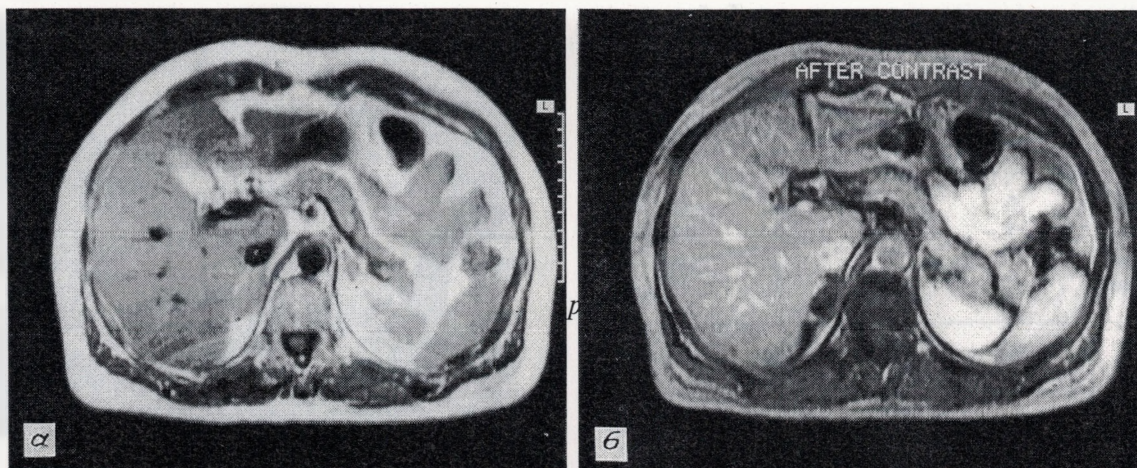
Магнитно-резонансные томограммы до контрастирования (а) и после введения контрастного вещества (б).
